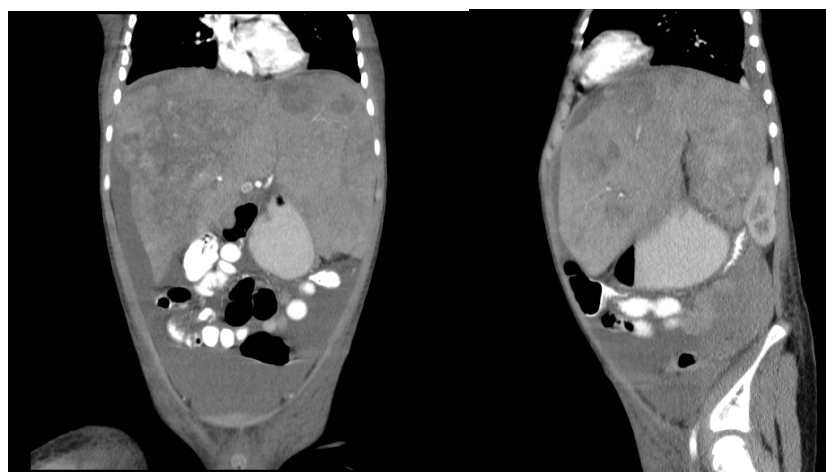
A, B y C. Niño de 12 meses asintomático a quien, en examen físico por consulta por síntomas respiratorios, se palpa masa en abdomen superior encontrándose en TC cortes axial y reconstrucción coronal y sagital una masa de densidad heterogénea con unas áreas de menor densidad en su interior que compromete los segmentos IVA y IVB, la sección medial izquierda del hígado y los segmentos V y VIII, además de la sección anterior del lóbulo derecho. Clasificado como PRETEXT III con compromiso de la vena porta derecha y P positivo.
